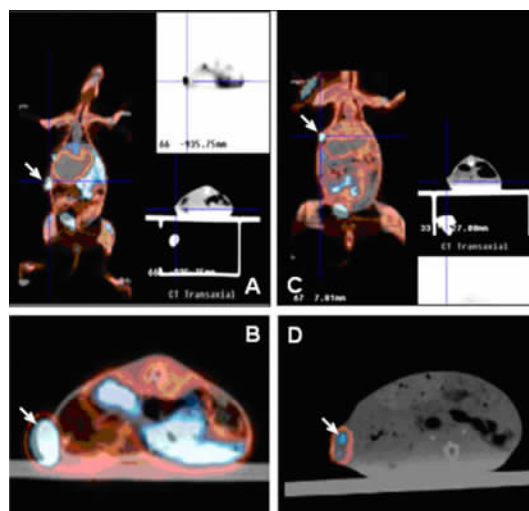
PET 成像显示 HIF-1 α siRNA 治疗前后肿瘤组织的缺氧和坏死区域
